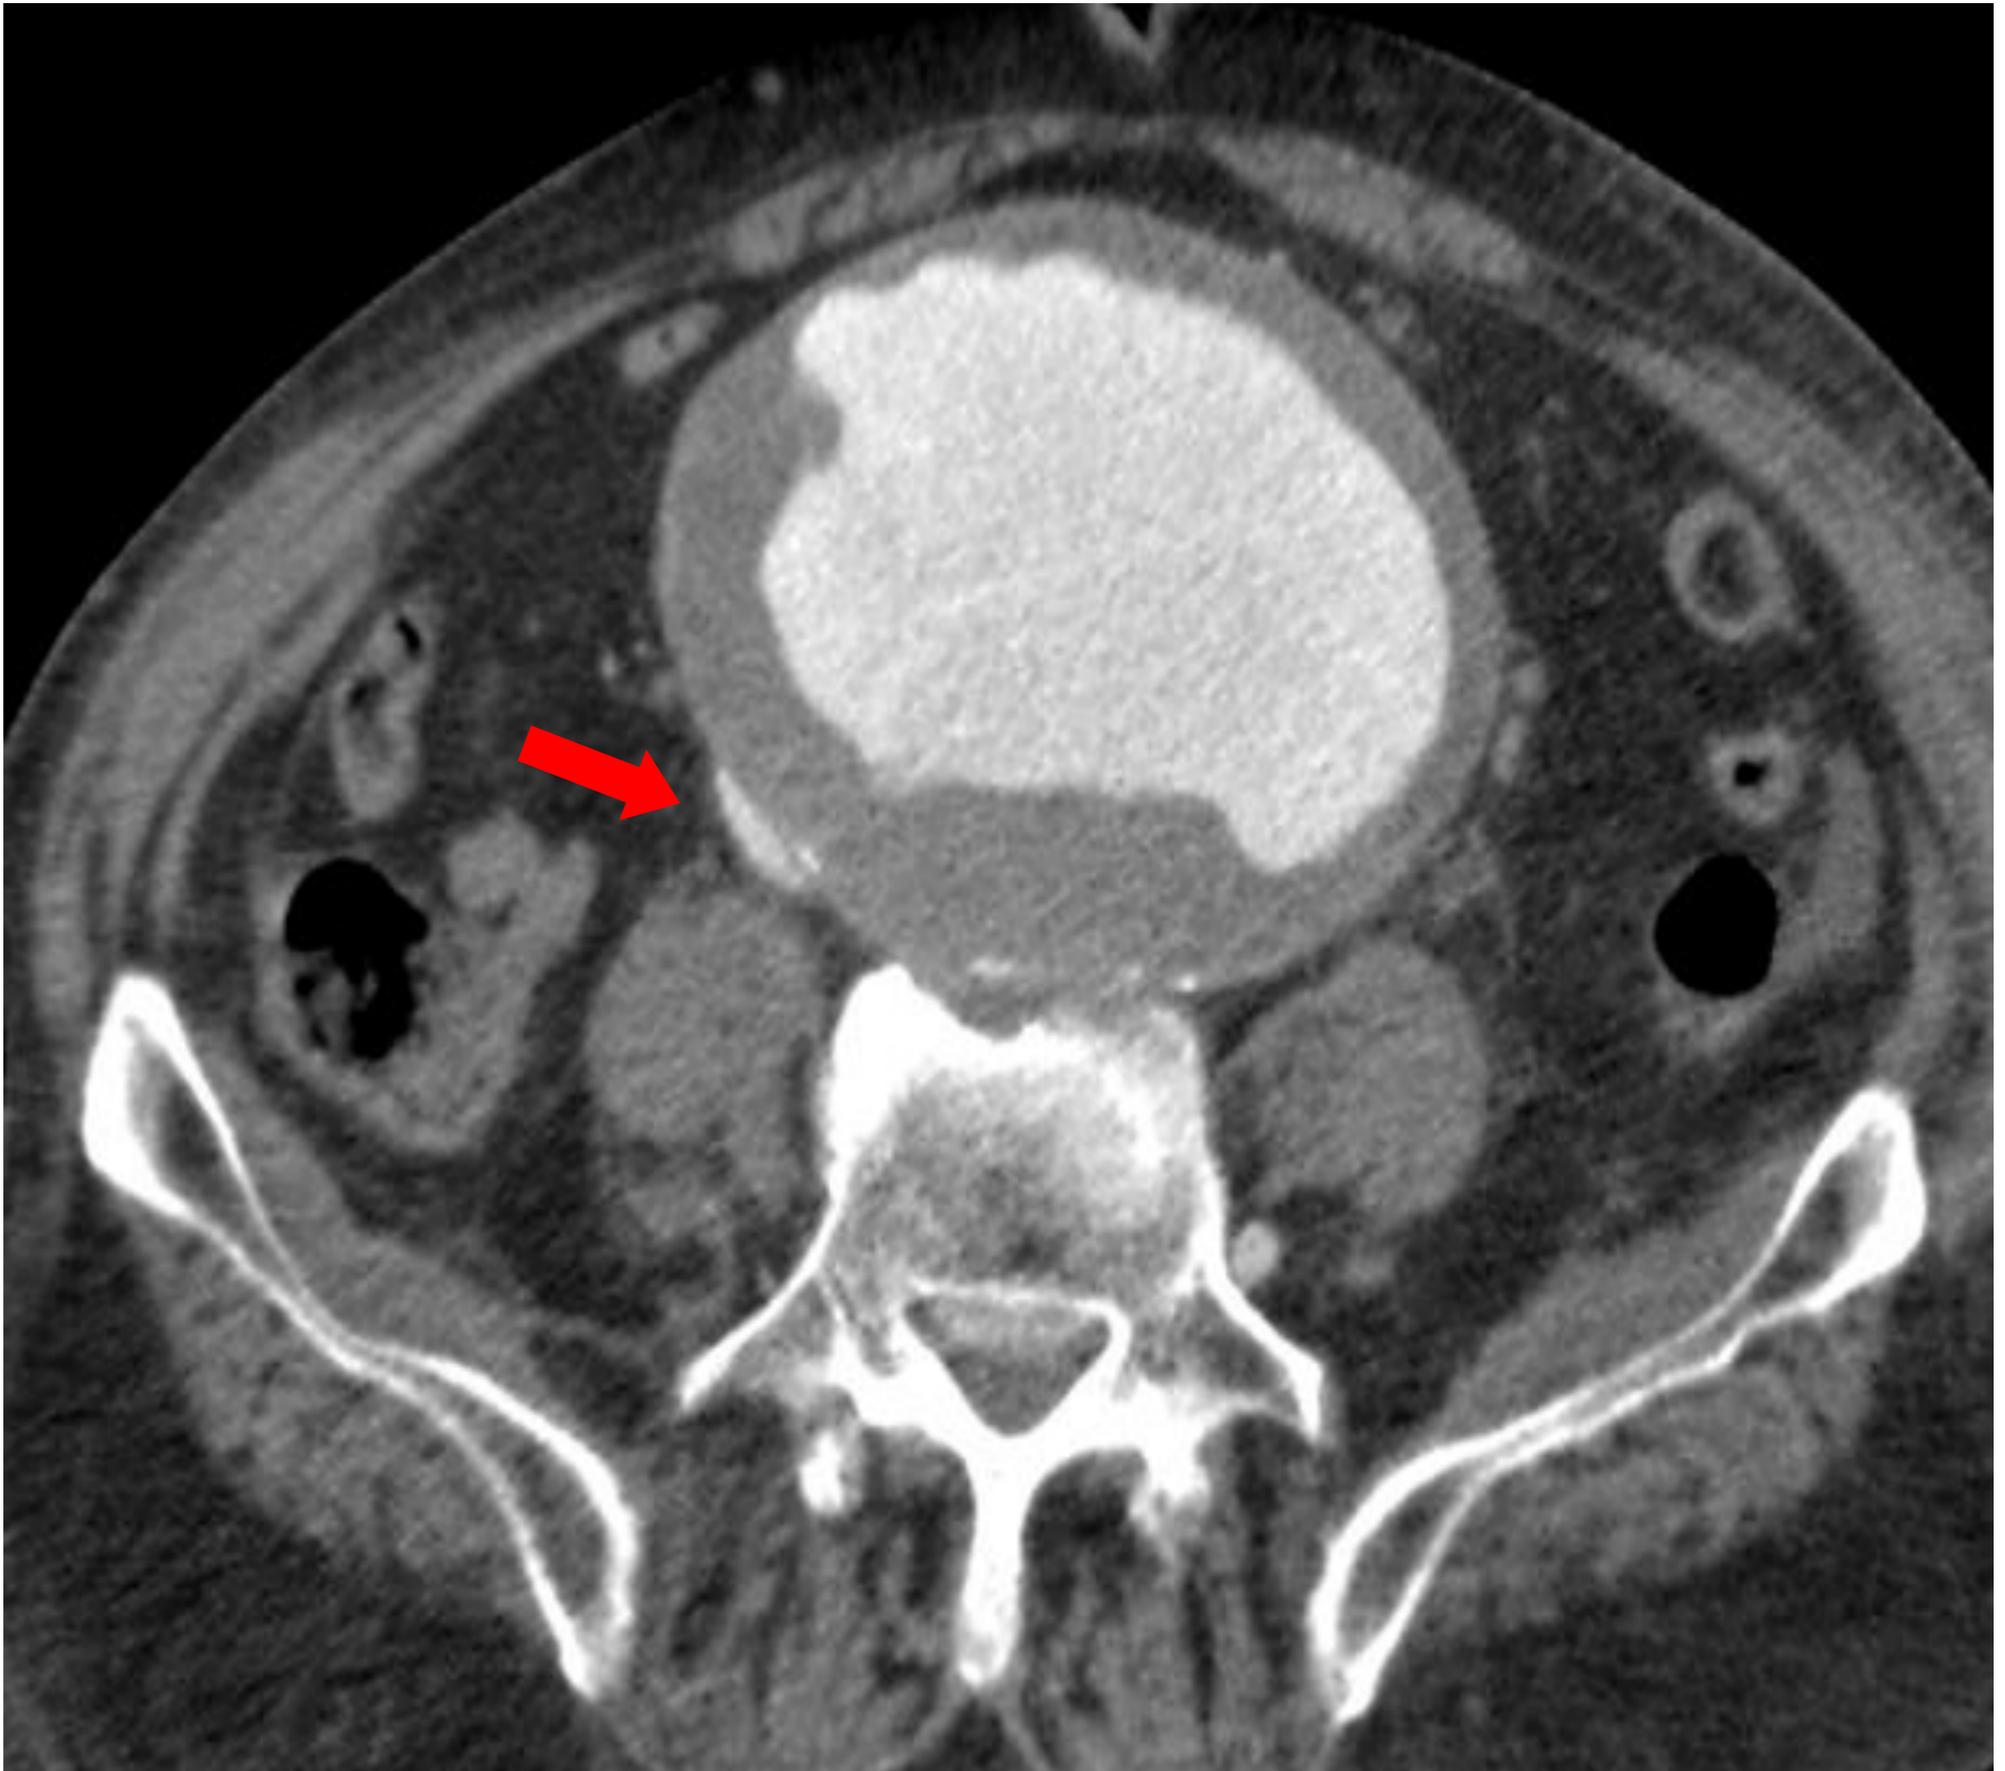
TC con contraste yodado endovenoso, en fase arterial. Imagen en plano axial.
